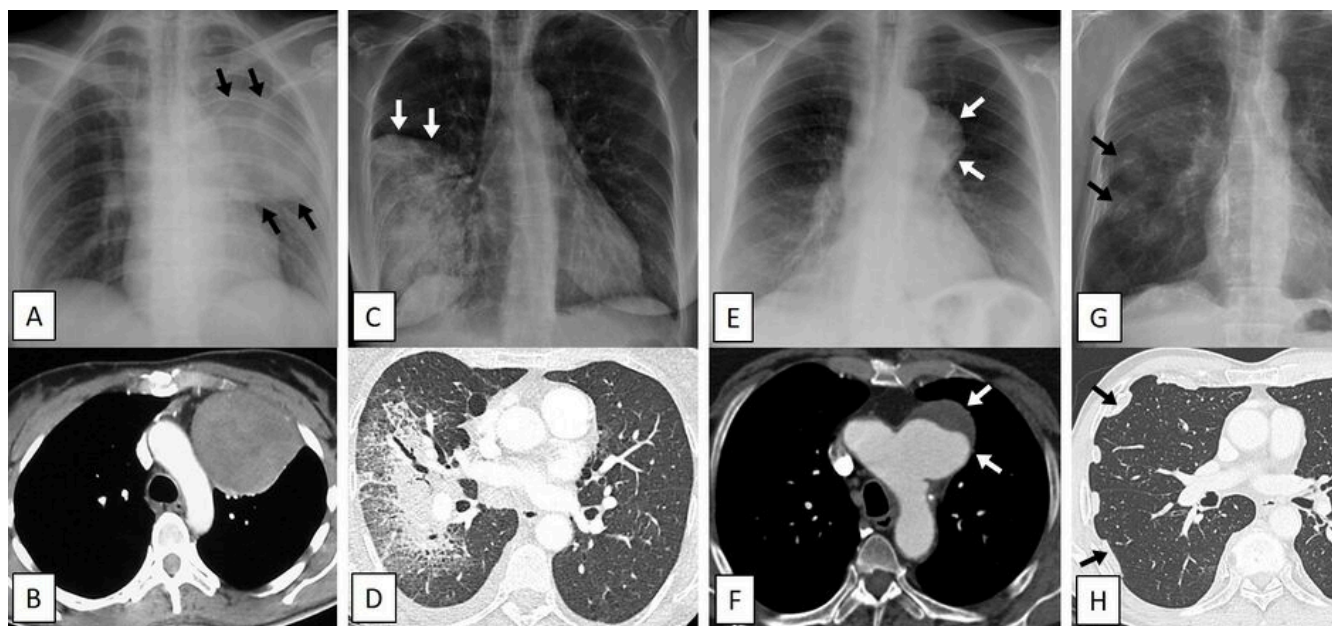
Exemples d'opacités visibles en projection pulmonaire sur la radiographie thoracique. A-B. Tumeur fibreuse solitaire de la plèvre. C. Pneumonie infectieuse des lobes moyen et inférieur droit. E-F. Anévrysme de la crosse aortique. G-H. Plaques pleurales chez un patient exp. l'amiante.
